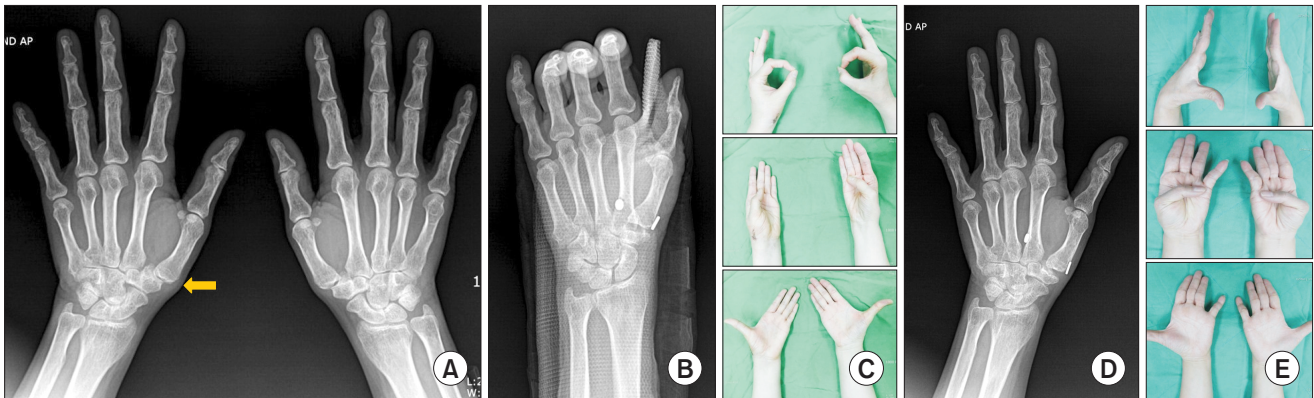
(A) Eaton stage II arthritic change at the thumb basal joint is identified on plain radiograph (arrow), (B) immediate postoperative plain radiograph, (C) thumb movement at postoperative 10 weeks, (D) plain radiograph at postoperative 3 years, (E) full thumb motion was noted as much as contralateral side at postoperative 3 years.
